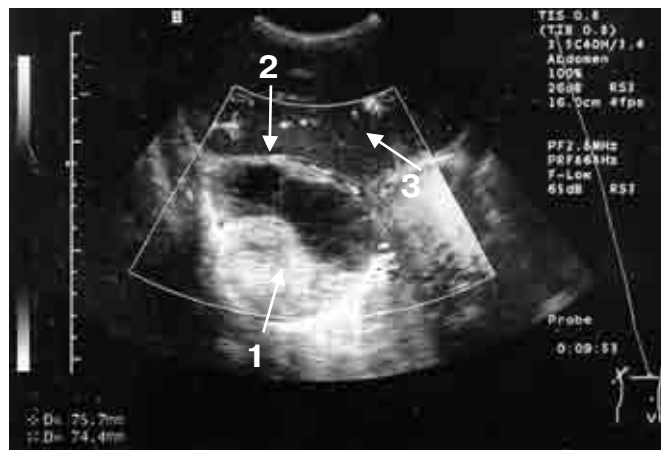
Ультразвуковая томограмма: метастаз остеосаркомы мягких тканей правого бедра в плевру (режим энергетического картирования).
